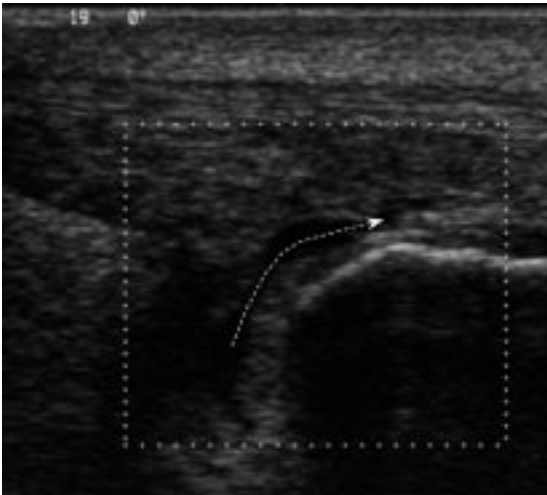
Obraz zapalenia kaletki głębokiej ścięgna piętowego. Brak wyraźnych cech wysięku czy obrzęku. W rzucie anatomicznym kaletki oraz jej fałdu tłuszczowo-maziowego widoczne są patologiczne naczynia (nieregularne szare plamy – Power Doppler)
